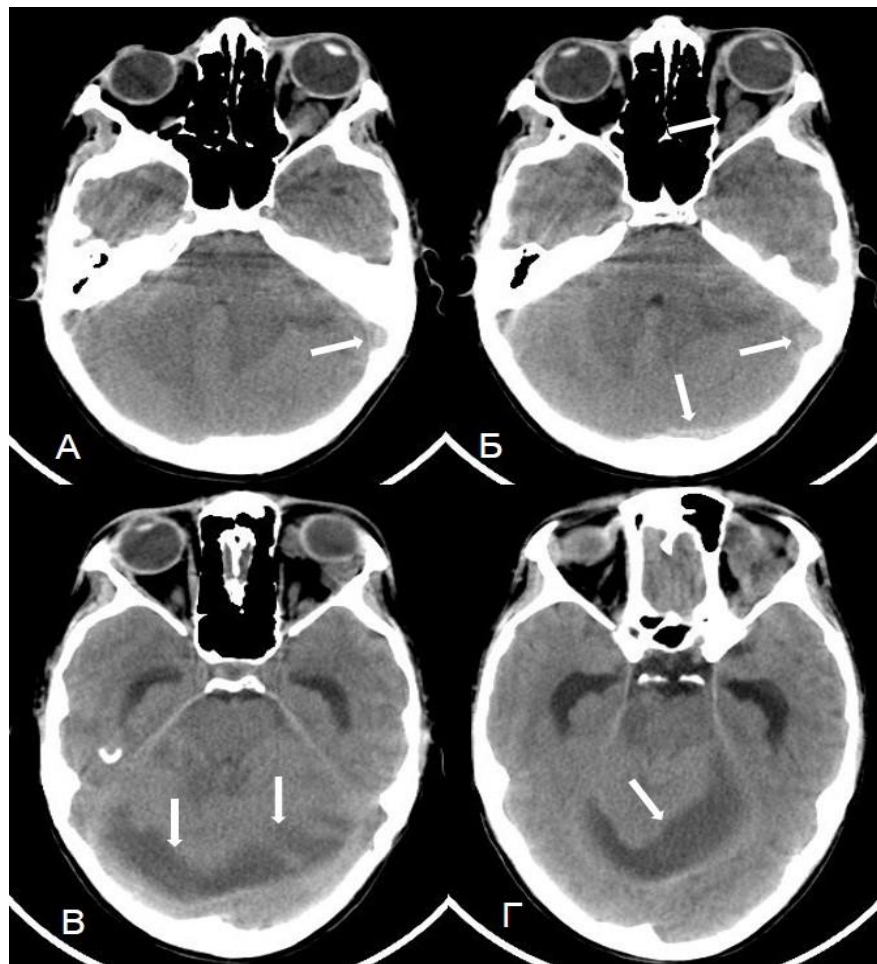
КТ головного мозга пациента К., 16 лет, без контрастирования в аксиальной проекции
